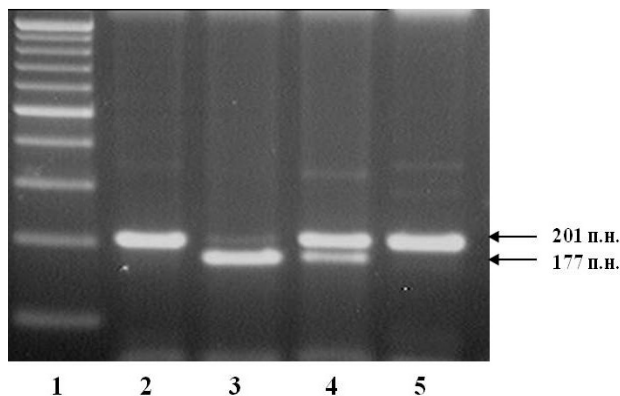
Електрофореграма рестрикційного аналізу поліморфного локусу LCT — 13910C>T гена LCT (2% агарозний гель): 1 — маркери молекулярної ваги (Ladder 100 bp); 2, 5 — генотип LCT — 13910 CC; 3 — генотип LCT — 13910 CT; 4 — генотип LCT — 13910 TT
